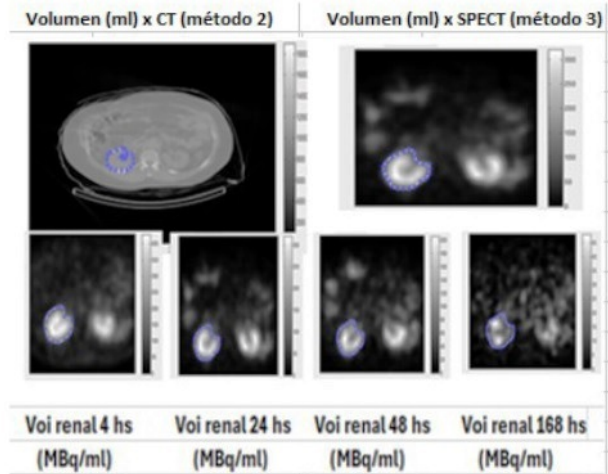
Arriba determinación del volumen renal total por CT y SPECT (ml). Abajo; propagación de los VOIs (MBq/ml) en los cortes mediales de cada punto temporal del SPECT.
